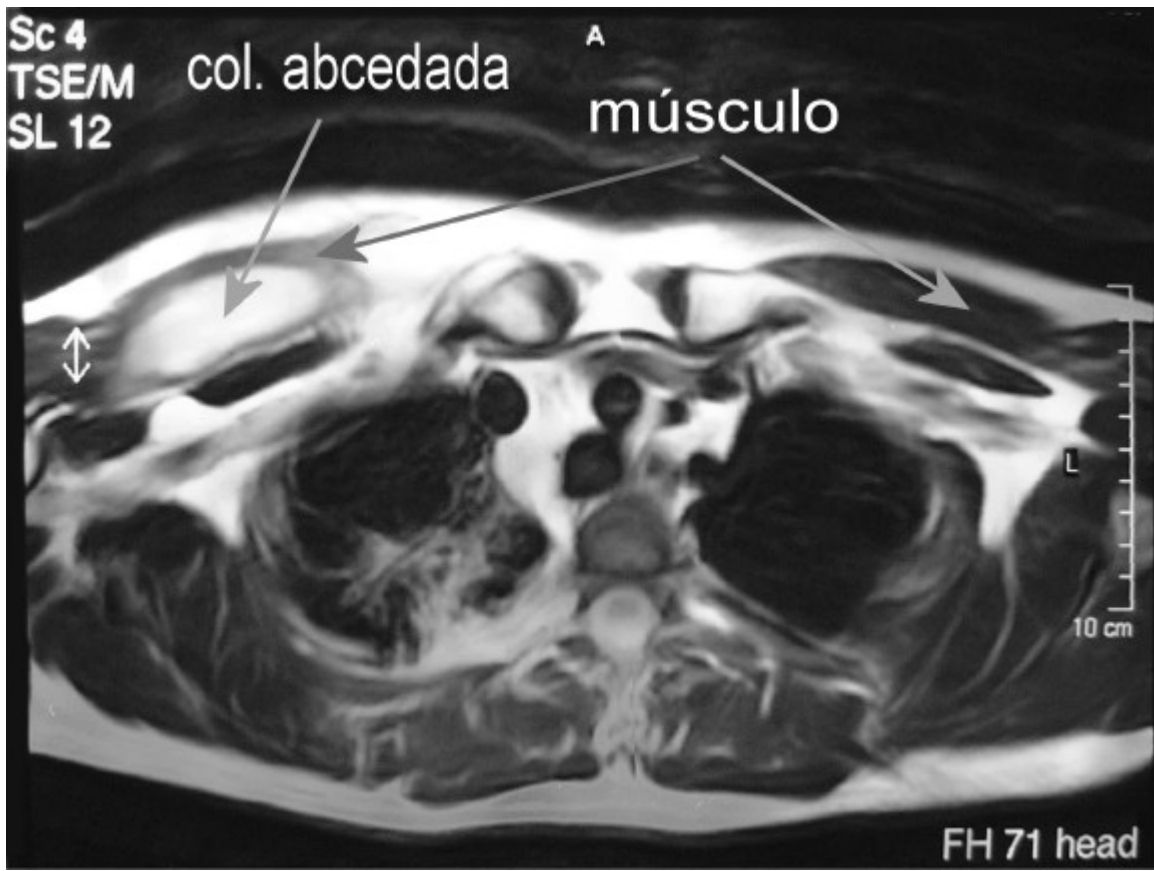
RMN – corte axial em ponderação T2 (colecção hiperintensa, homogénea, bem circunscrita)
